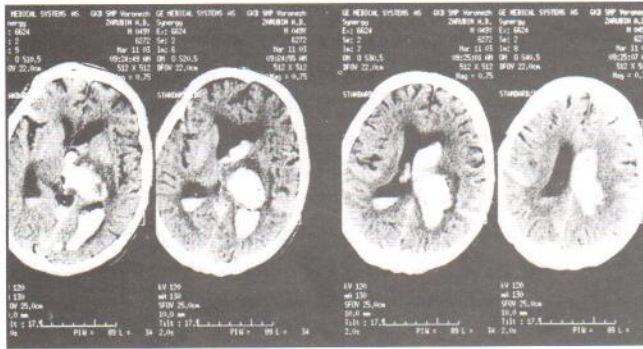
КТ больного 3. с ГИ в 1-е сут.
